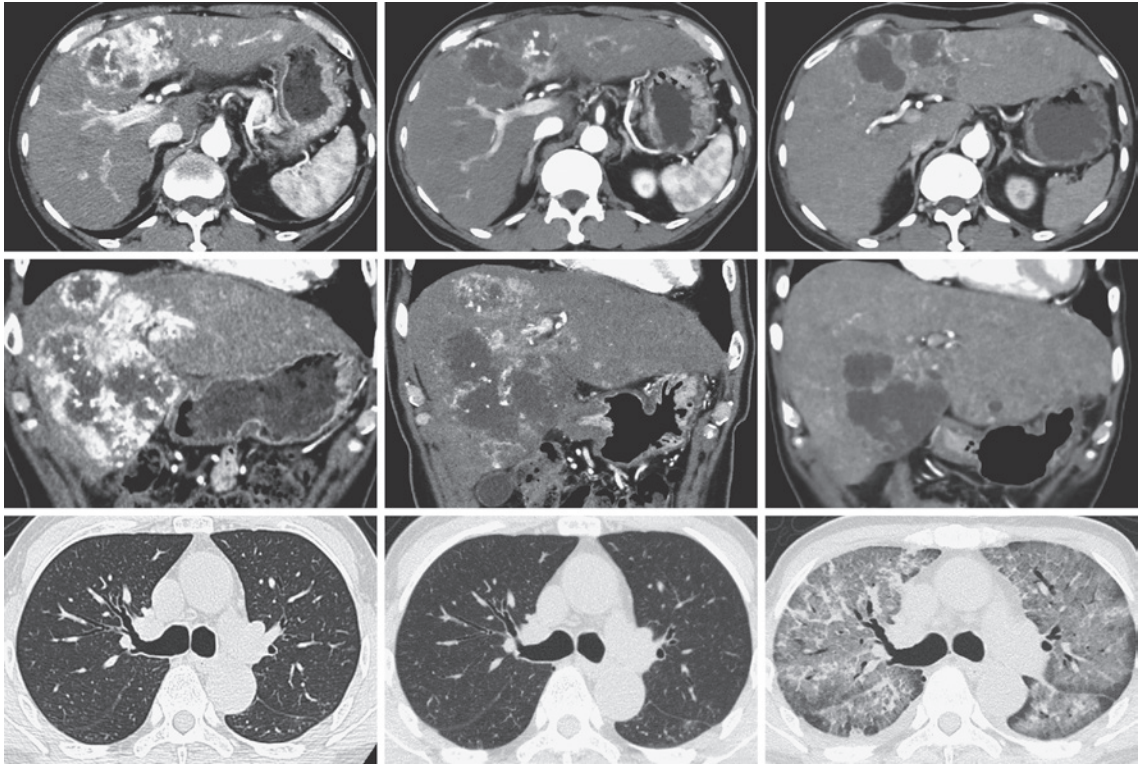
治療前後のCT検査画像（左列：治療前，中央列：パクリタキセル3コース施行後，右列：ARDS発症時）.
